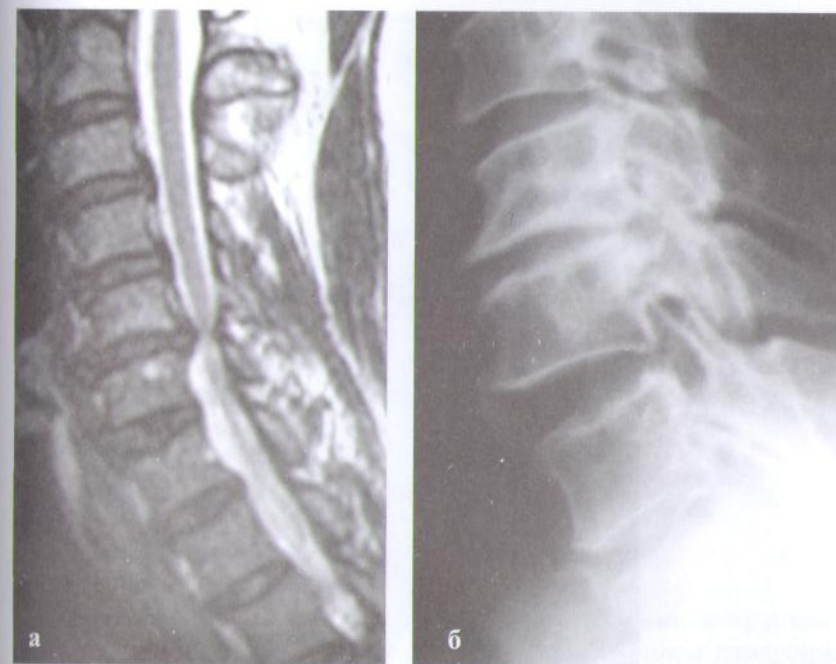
МРТ (а) и спондилограммы (б) больного с нестабильностью шейного отдела позвоночника на фоне распространенного спондилеза, сопровождающегося грыжами дисков С3—С4, С4—С5 и С5—С6-позвонок с передне-задней компрессией спинного мозга, наиболее выраженная на уровне С5-С6. Клинически проявляющиеся вертебробазилярной недостаточностью и миелопатическим синдромом.
